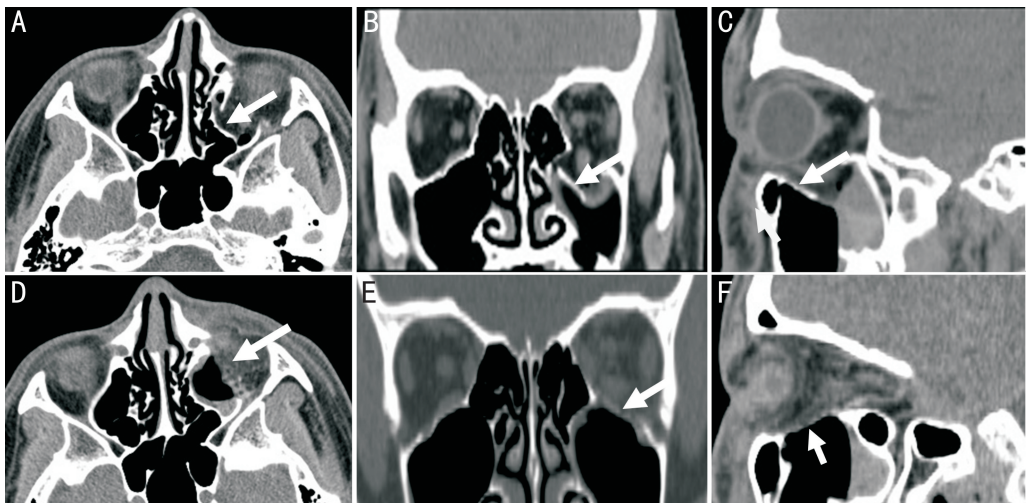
患者李某,男,16岁,车祸伤,左眼眶下壁骨折,术前和术后1wk内CT检查结果 A:术前水平位;B:术前冠状位;C:术前矢状位;D:术后水平位;E:术后冠状位;F:术后矢状位。术前双眼向左、向上、向下注视复视,左眼向上、向下运动受限,各欠2mm,左眼球较对侧凹陷2mm。术后眼眶骨折较精确的修复,可吸收眶底板位置佳。术后双眼各方向注视无复视,眼球运动正常,眼球凹陷矫正。A、B、C箭头所示为眼眶下壁骨折部位,D、E、F箭头所示为术后可吸收网板植入的位置。
